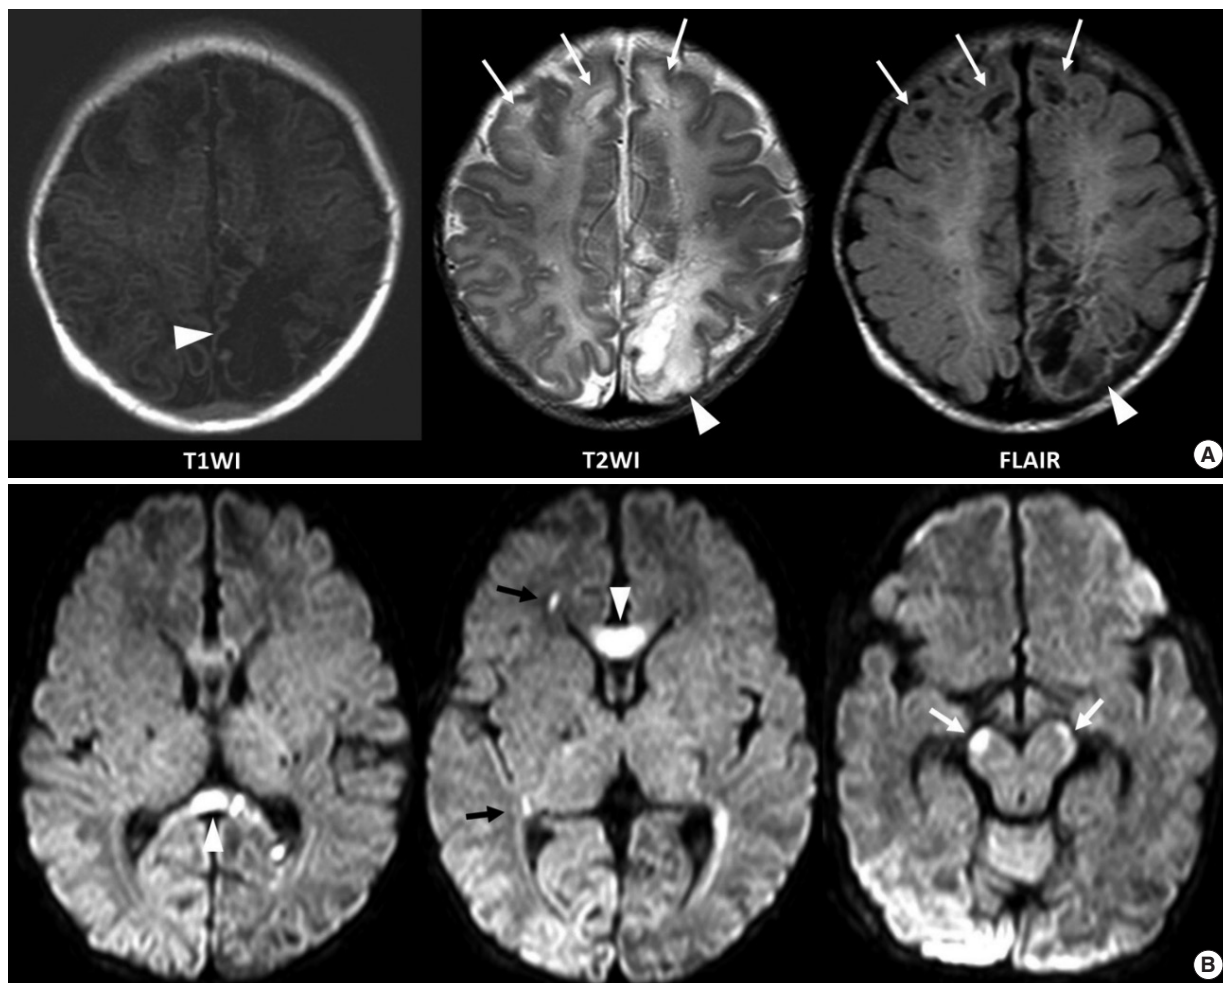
(A) Cerebromalacia in left parietal lobe (arrowhead) and both frontal lobes (arrows) has signal intensity of the cerebrospinal fluid in all sequences. (B) Diffusion-weighted images show reduced diffusion in corpus callosum (arrowheads), right periventricular white matter (black arrows), and bilateral cerebral peduncles (white arrows). T1WI, T1-weighted image; T2WI, T2-weighted image; FLAIR, fluid-attenuated inversion-recovery images.
